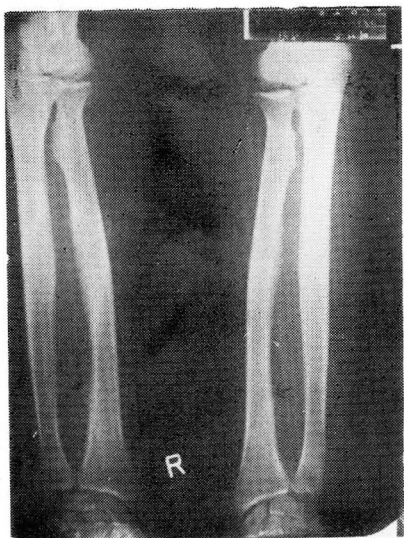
Roentgenogram of both forearms shows periostitis changes (arrows) on the ulnar aspect of the distal radius.
